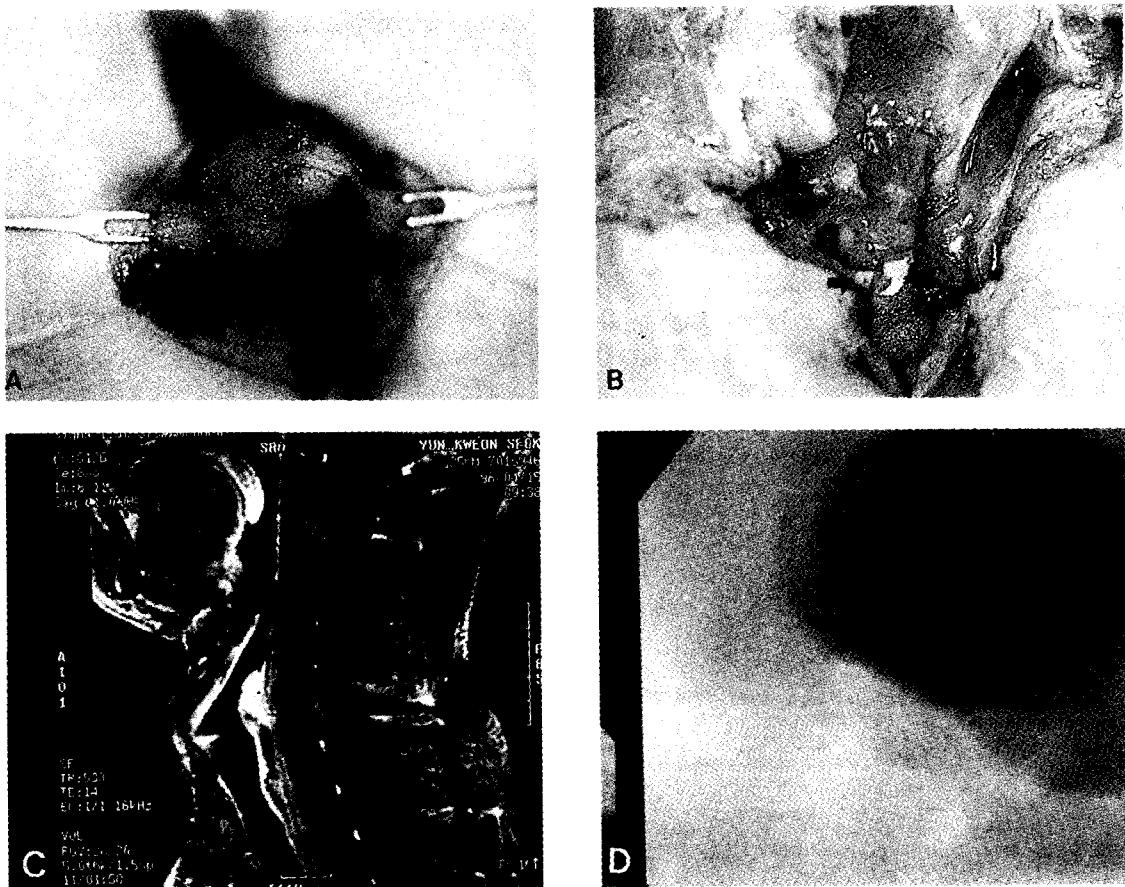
A. The round, exophytic endotracheal mass is noted through the tracheal window. B. After end to end anastomosis, the iniminate artery is protected from mechanical irritation of suture material, using the artificial fascia and Gelfoam(arrow). Notes the sternotomy for the enough distal tracheal release. C. Follow-up sagittal neck MRI reveals no evidence of recurrence (post op. 8 months). D. Follow -up fiberoptic endoscopy reveals no evidence of recurrence. The elevated lesion is anastomosis site(arrow). The lesion was conformed cancer free by biopsy.
